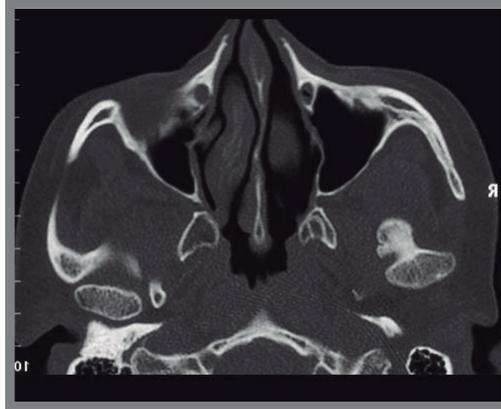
TC Corte horizontal. Se observan los cóndilos mandibulares.
